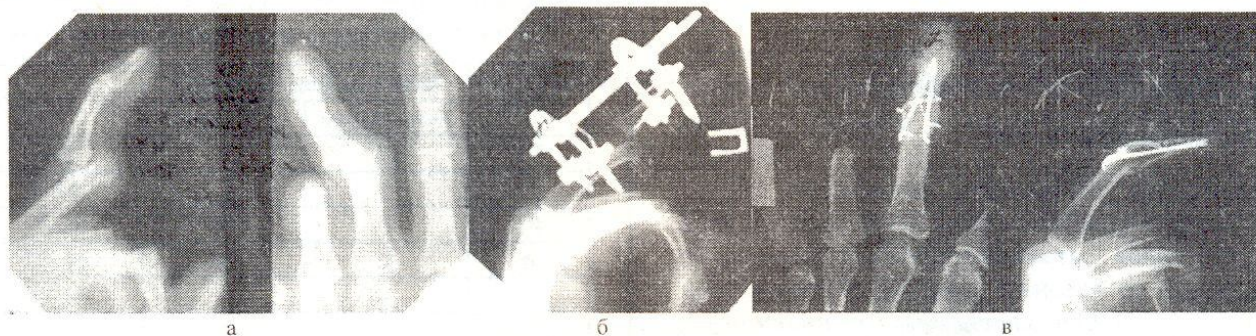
Рентгенограммы больного Т.: а — до операции, б — в процессе дистракции, в — через 2 года после артродеза
